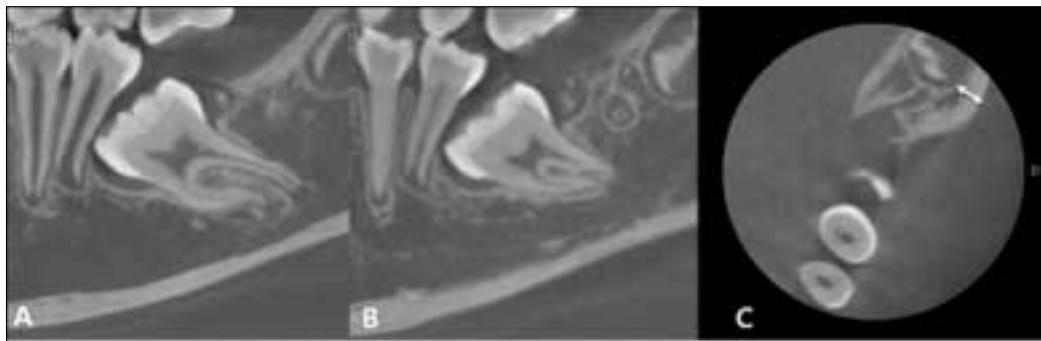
CT image. A: Note the dilacerated roots, B: Note the complex odontoma at the missing area of the mandibular left second molar, C: Note the thickness of the buccal cortical bone plate (indicated by an arrow).
